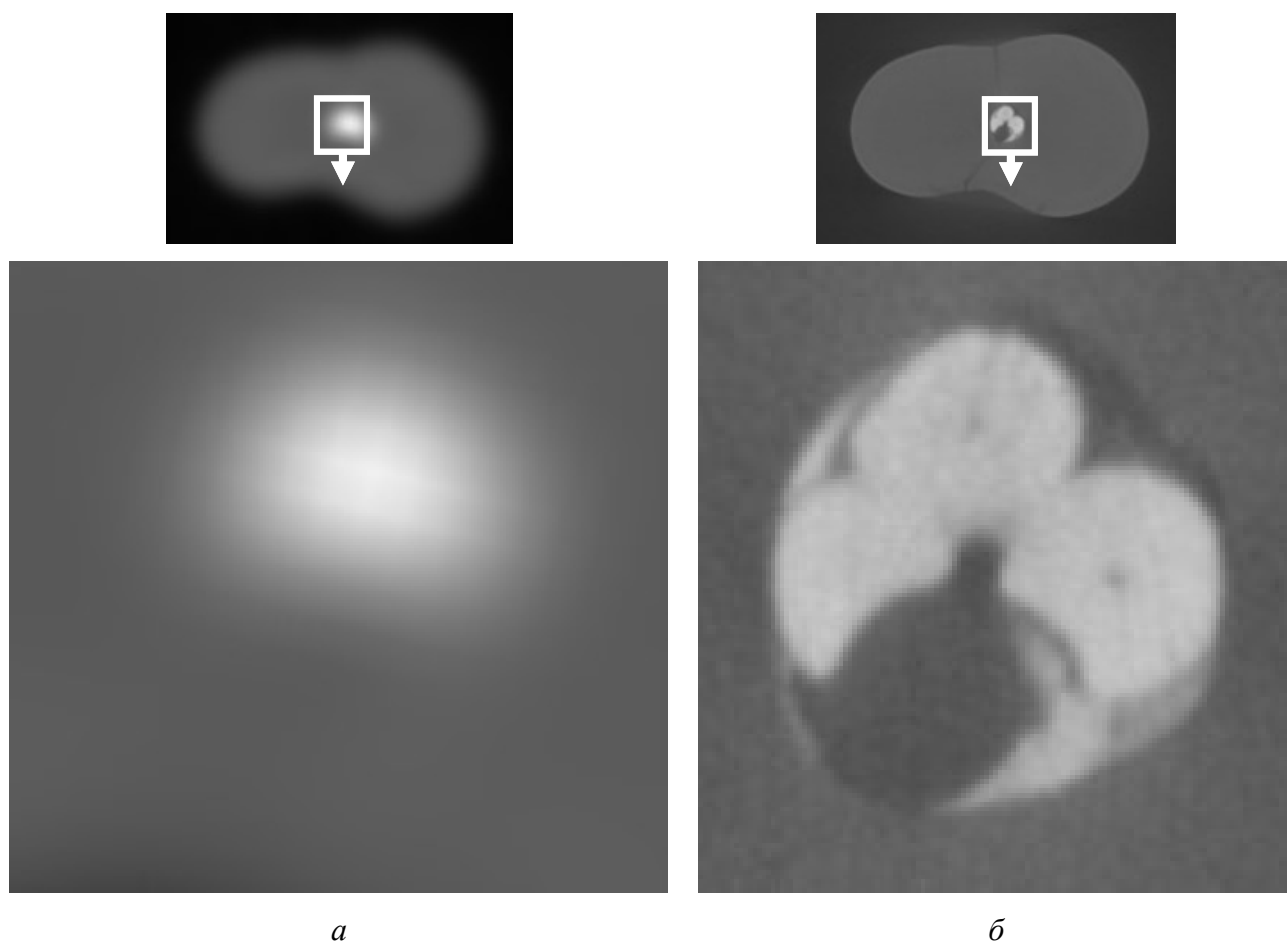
Фрагменты изображений средней части корня зуба, пролеченного методом латеральной конденсации холодной гуттаперчи с цинкоксидаэвгенольным силером, в аксиальной плоскости: *а* – КЛК-томограмма. Содержимое корневого канала однородное, с размытыми очертаниями; *б* – микроКЛК-томограмма. Гуттаперчевые штифты деформированы после сдавления спредером. Микроскопические пустоты наподобие полых сердцевин в центральной части штифтов
